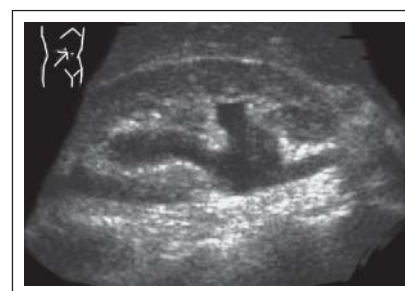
Nierendilatation in der Sonographie
